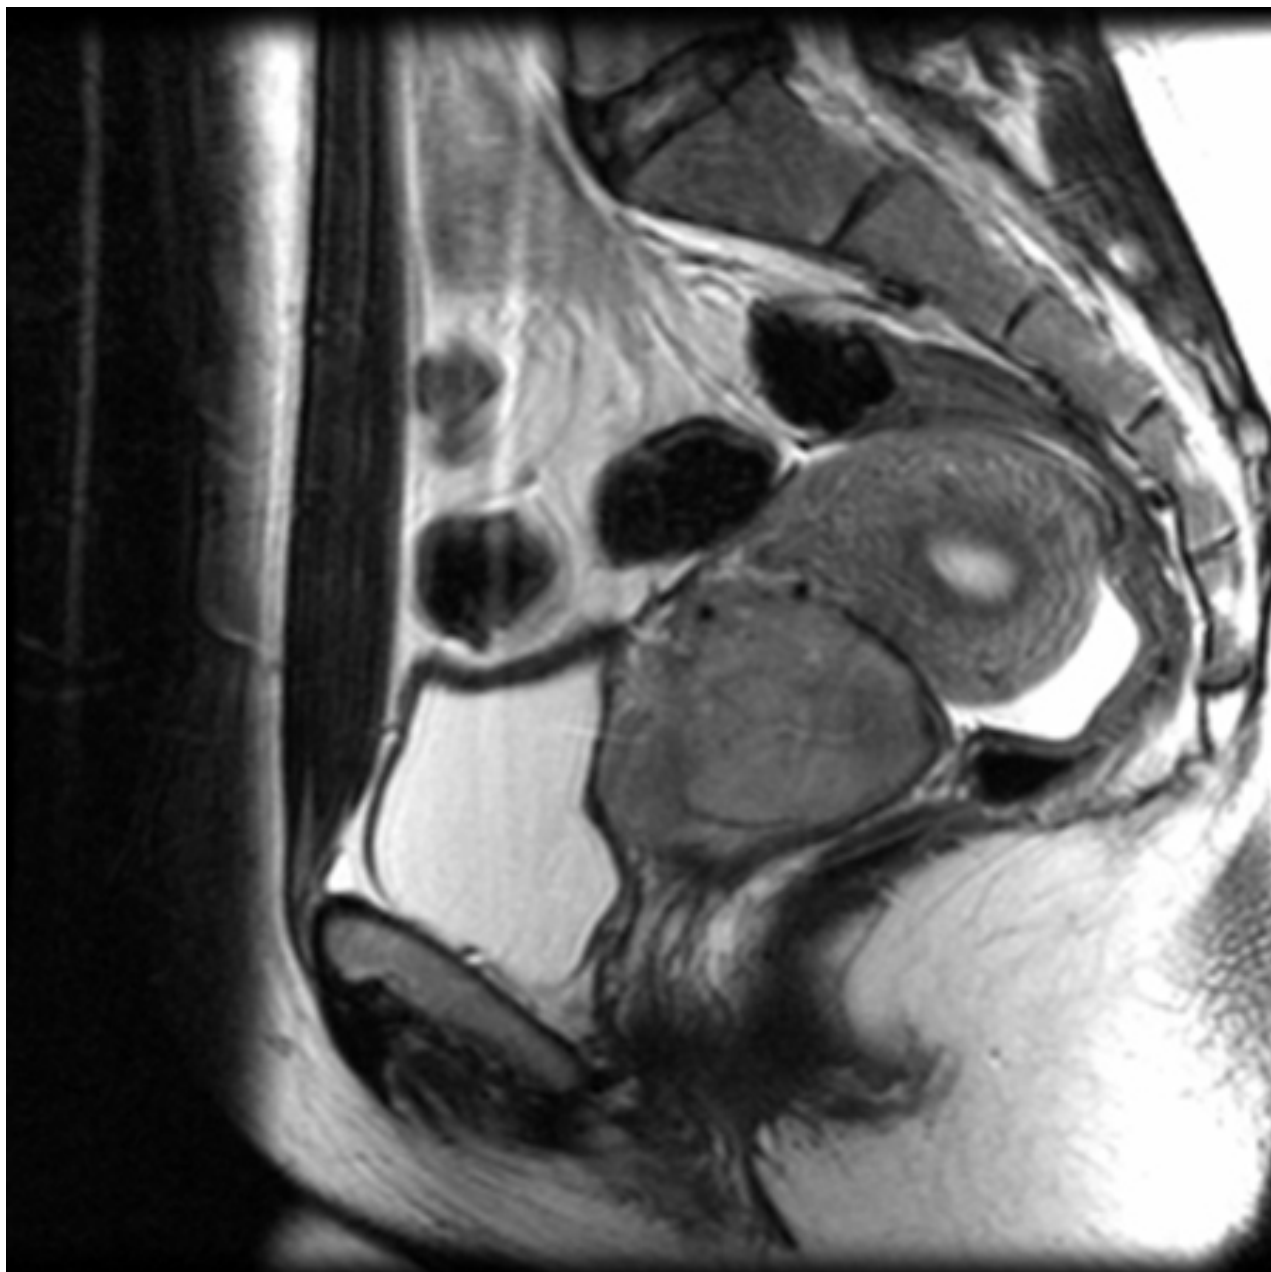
Ressonância nuclear magnética (RNM) para planejamento de tratamento
